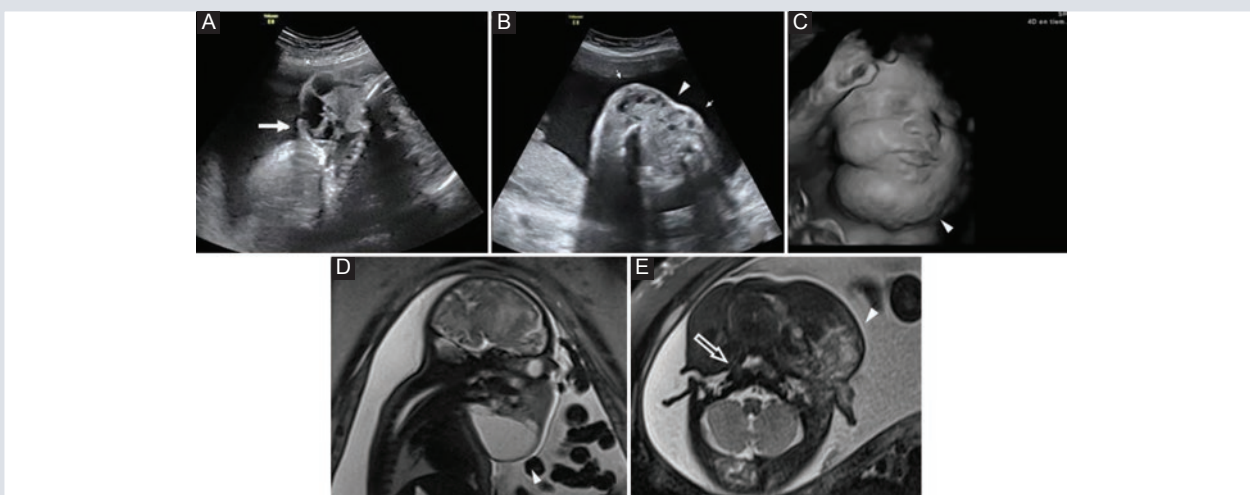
Paciente de 35 años de edad con 30 SDG. A: imagen axial sagital de la lesión. B: reconstrucción tridimensional. C: US de una lesión multiquística en el cuello consistente con linfangioma cervical; en este estudio no fue posible valorar la vía aérea. D-E: las imágenes de RM confirman el aspecto multiquístico de la lesión (punta de flecha). Se puede valorar la vía aérea a nivel de la nasofaringe, la cual se encuentra permeable (flecha abierta).
